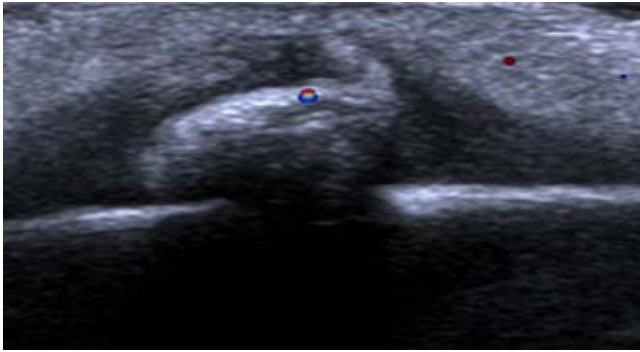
Ultrasonido. Lesión ovoidea ecogénica, con atenuación del sonido y mínima vascularidad en el tejido celular subcutáneo.
